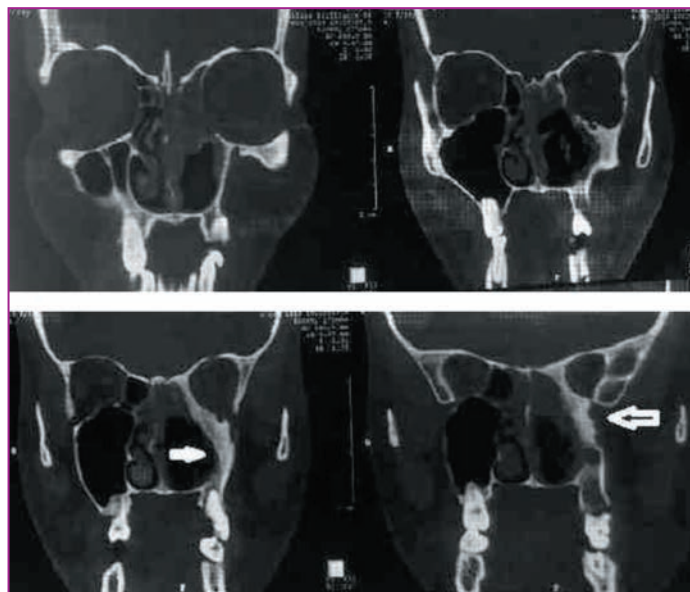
Компьютерная томограмма больной К., 34 года., от 04.10.2016 г. Содержимое в левой камере фронтального синуса, левых отделах решетчатой кости и основном синусе. Локальная деструкция медиальной стенки левой орбиты. Ремодуляция левого верхнечелюстного синуса с реактивным склерозом костных стенок (обозначено стрелками)
